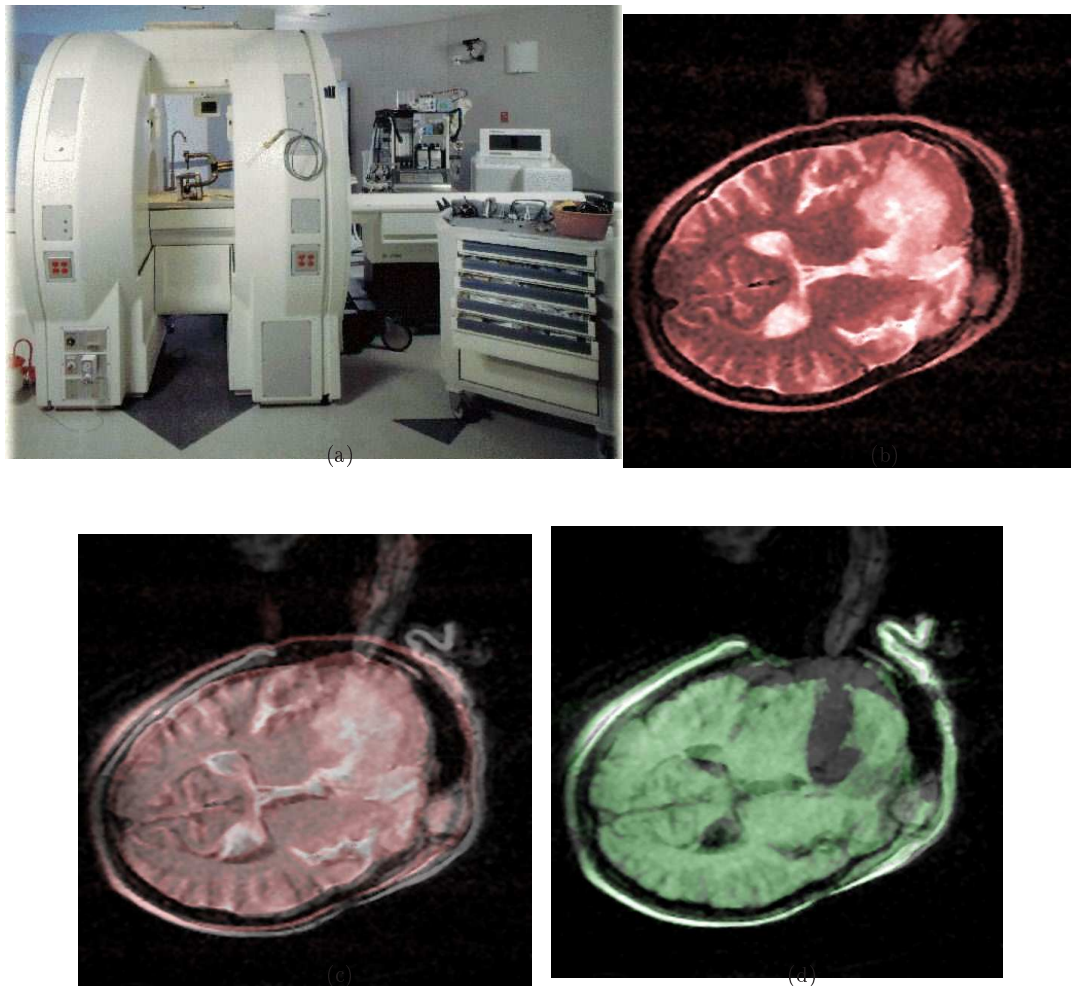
Craniotomie et exérèse d'une lésion dans un système d'IRMi ouvert General Electric Medical Systems (SIGNA SP) au Brigham and Women's Hospital. (a) Photographie du système SIGNA. (b) Acquisition IRM en début d'opération pondérée T2 seule, colorée en rouge. (c) L'IRM T2 (rouge) et l'IRM T1, après craniotomie, (en gris) sont simplement superposées. (d) L'IRM T1, après craniotomie, et l'IRM T1, après résection (en vert), sont superposées. Coupes seules non superposées tirées de [Jol97].
